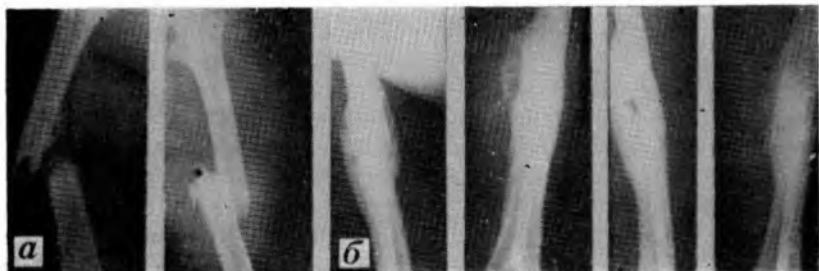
Рентгенограммы больного К.:
